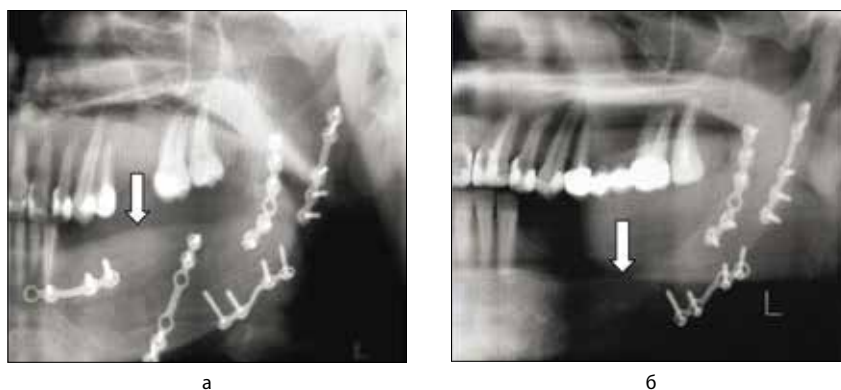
Динамика резорбции губчатого вещества в зоне аутотрансплантата у пациентки после резекции нижней челюсти по поводу центральной остеобластокластомы тела, угла и ветви и устранения первичного послеопухолевого дефекта с помощью отмоделированного трехблочного монокортикально-губчатого (расщепленного) трансплантата из гребня подвздошной кости: а) послеоперационная контрольная ортопантомограмма зоны восстановленных отделов нижней челюсти; б) контрольная ортопантомограмма зоны восстановленных отделов нижней челюсти через 12 месяцев после костной пластики (2 пластины в области восстановленного альвеолярного отростка были удалены ранее через 6 месяцев после костной пластики перед изготовлением съемного зубного замещающего протеза)
